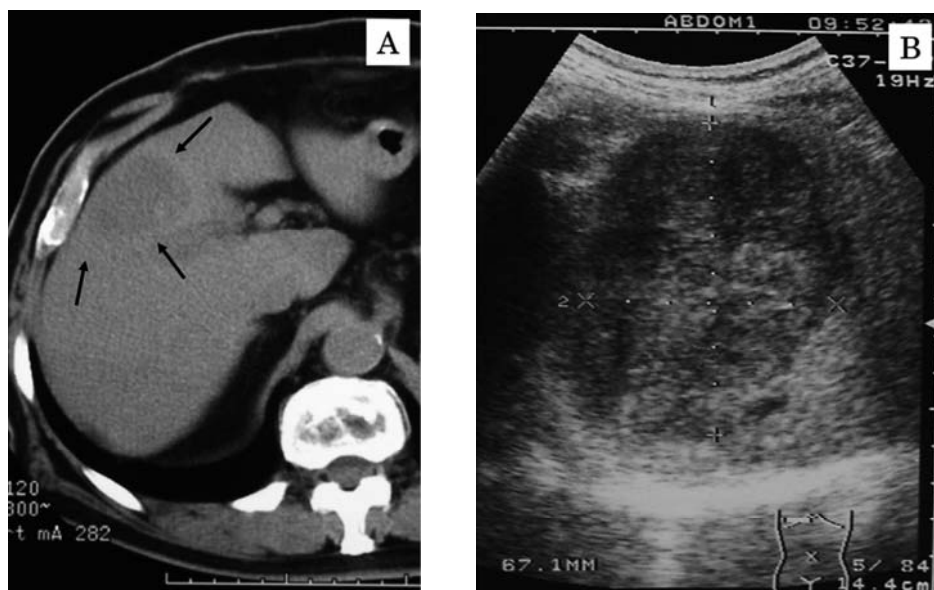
Abdominal CT (A) scan and ultrasonography (B) showed hepatic metastasis.
